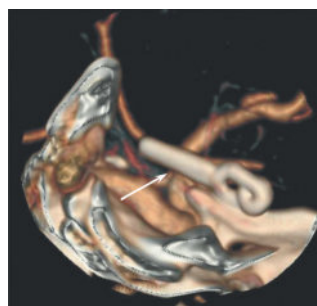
КТ-ангиографии интракраниальных сосудов: тотальная окклюзия аневризмы ВСА-ЗСА (стрелка).
